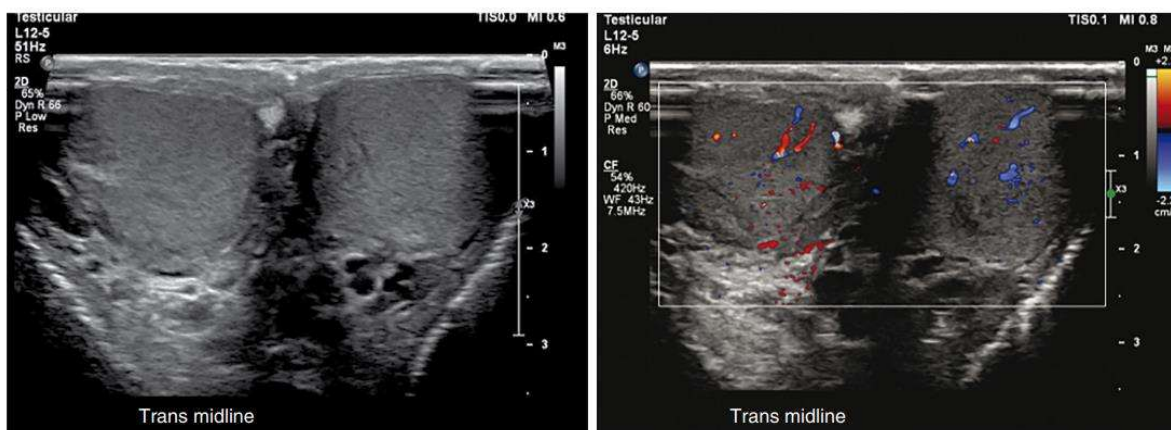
Color Doppler ultrasound demonstrating appropriate vascularity to the testes.
